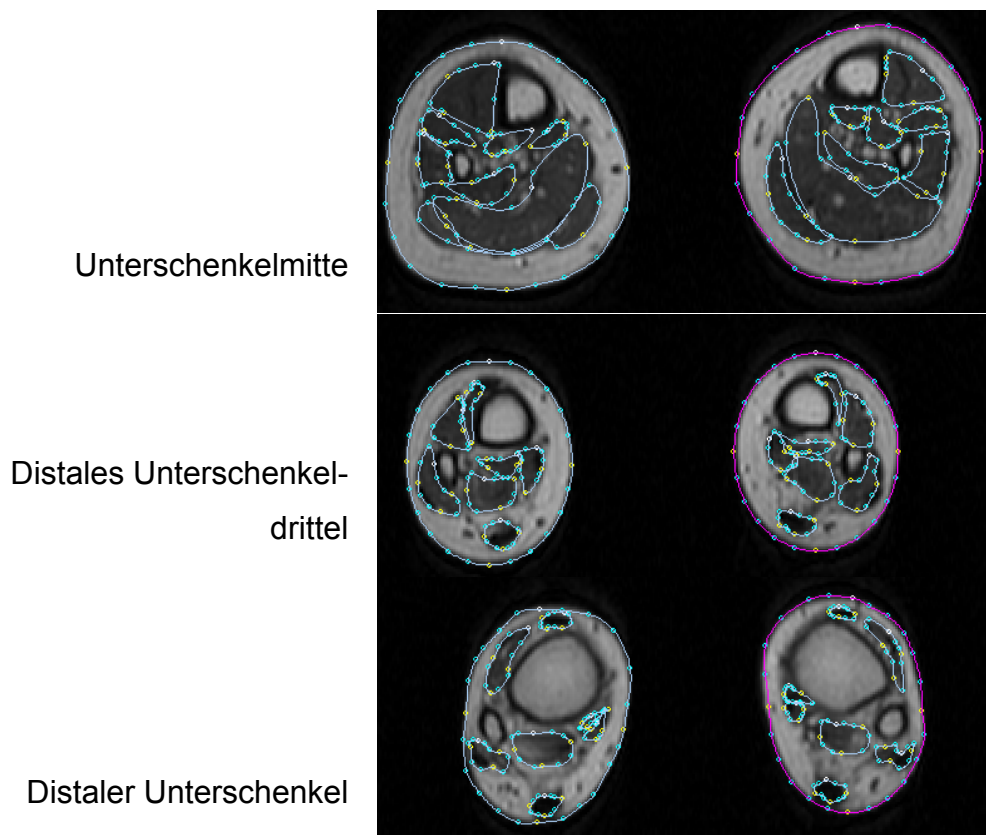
zeigt beispielhaft die Muskelsegmentierung in MRT-Querschnitten eines Unterschenkels.
